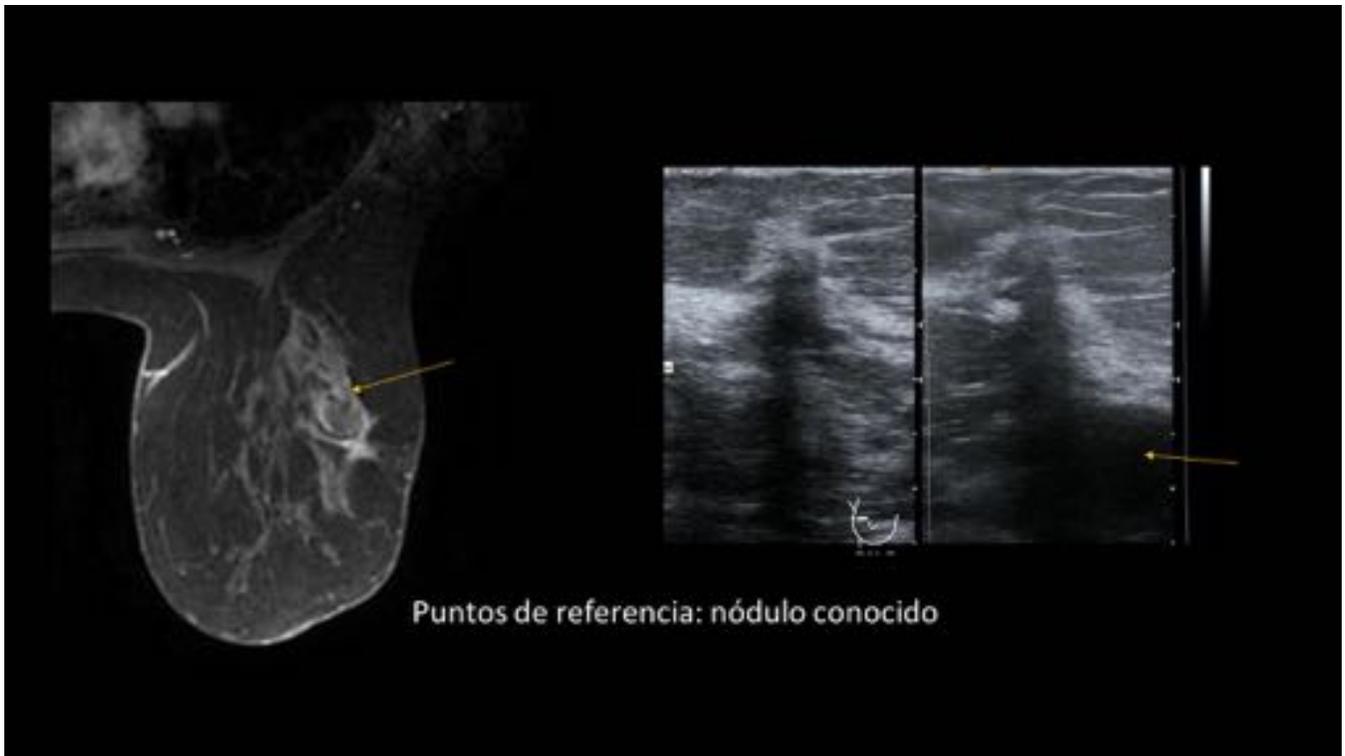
La presencia de lesiones conocidas (flecha) puede ayudar a detectar lesiones en ecografía second look.
